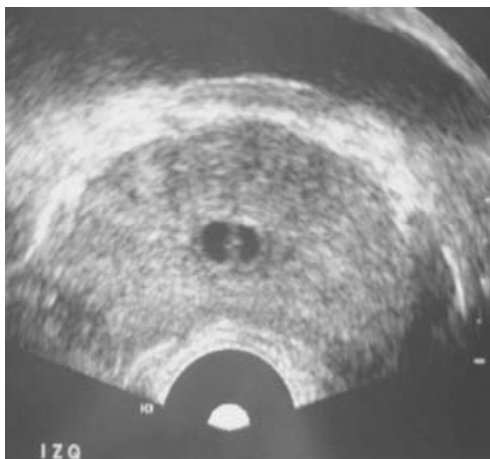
Corte transversal de ultrasonido transrectal, donde se observa imagen anecoica en línea media correspondiente a conductos eyaculadores dilatados del caso 1.
